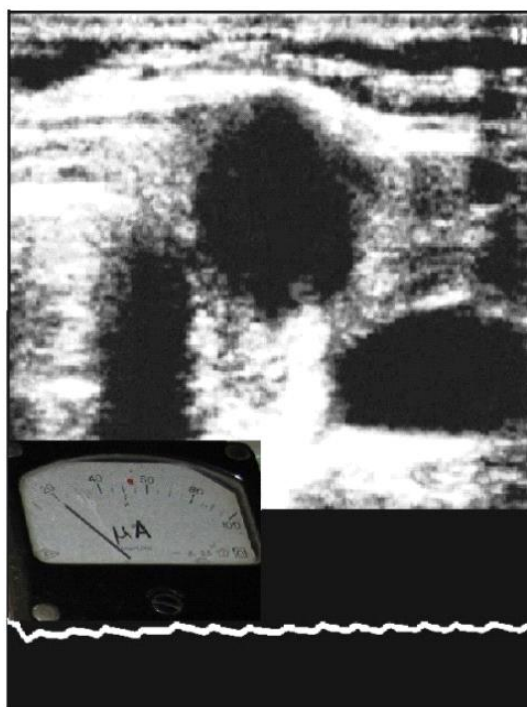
УЗИ-трансиллюминационный мониторинг при аденоме ЦЖ
